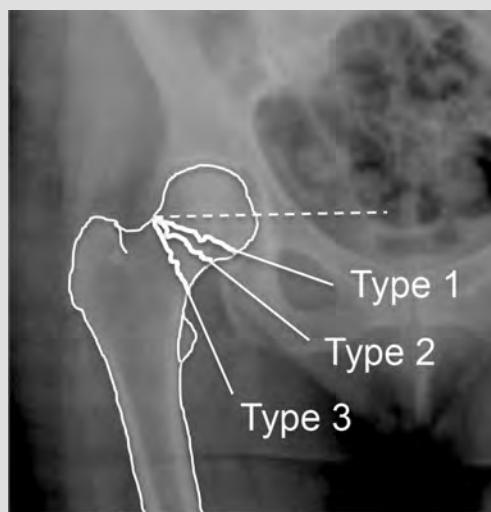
Classification de Pauwels des fractures du col fémoral. Basée sur l'angle formé entre le trait de fracture et l'horizontale sur la radiographie du bassin de face, elle reflète le degré de stabilité de la fracture dans le plan frontal.
